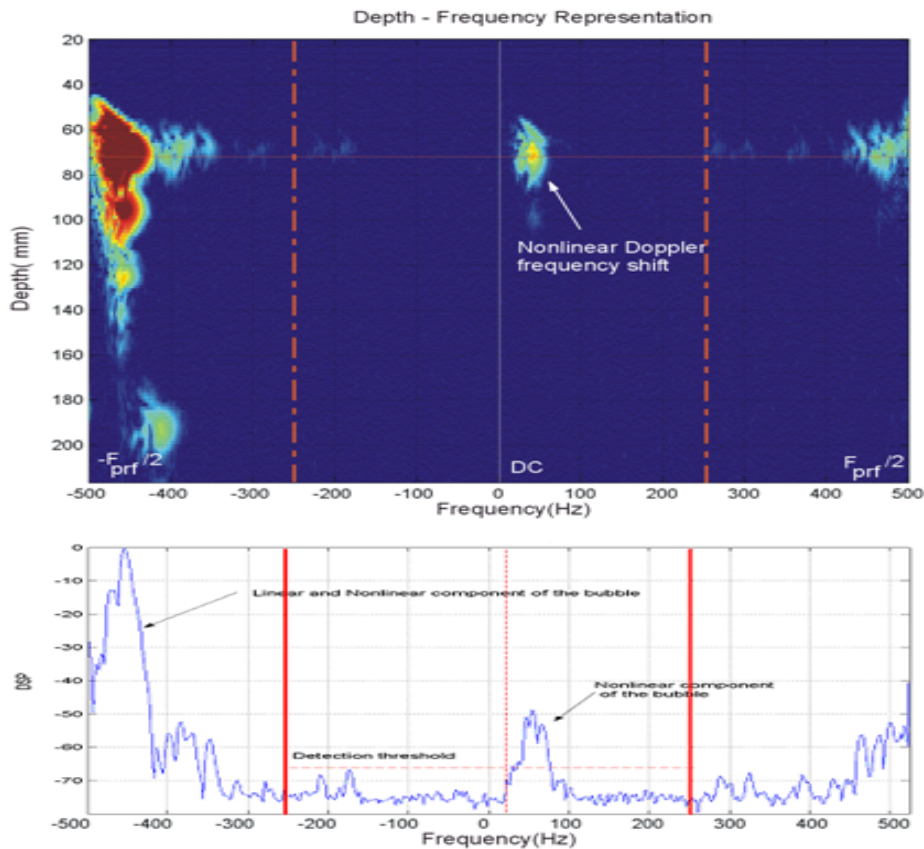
DIP (Doppler par inversion d'impulsion) multiporte. a) Plan profondeur/fréquence. b) Spectre Doppler correspondant à la profondeur 70mm. $F_{PRF} = 1\text{kHz}$, $f_{moy} \approx 50\text{Hz}$.
